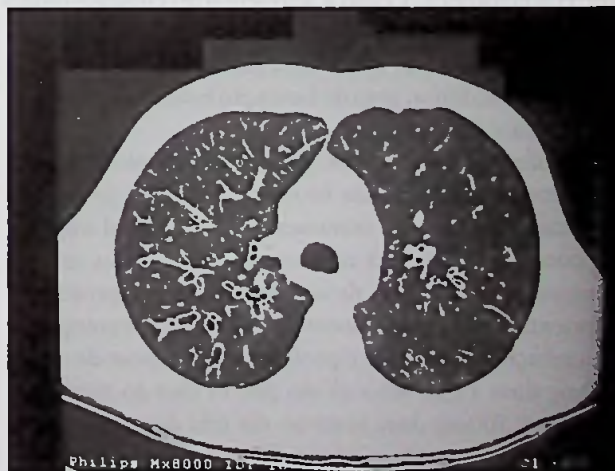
Tomografia de tórax com dilatações cilíndricas das vias aéreas
